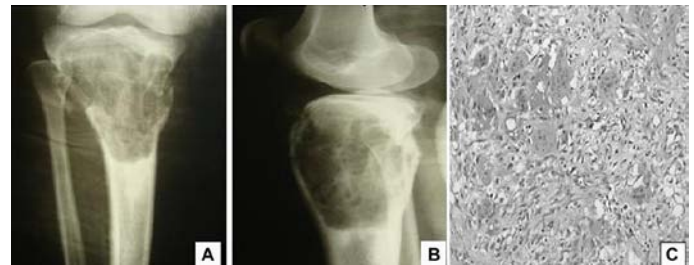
A) Radiografia pré-operatória: frente com lesão insuflativa com cominuição da cortical anterior no 1/3 proximal de tibia direita. B) Radiografia pré-operatória em perfil. C) Imagem da lâmina mostrando gigantócito em meio ao estroma mesenquimal.
